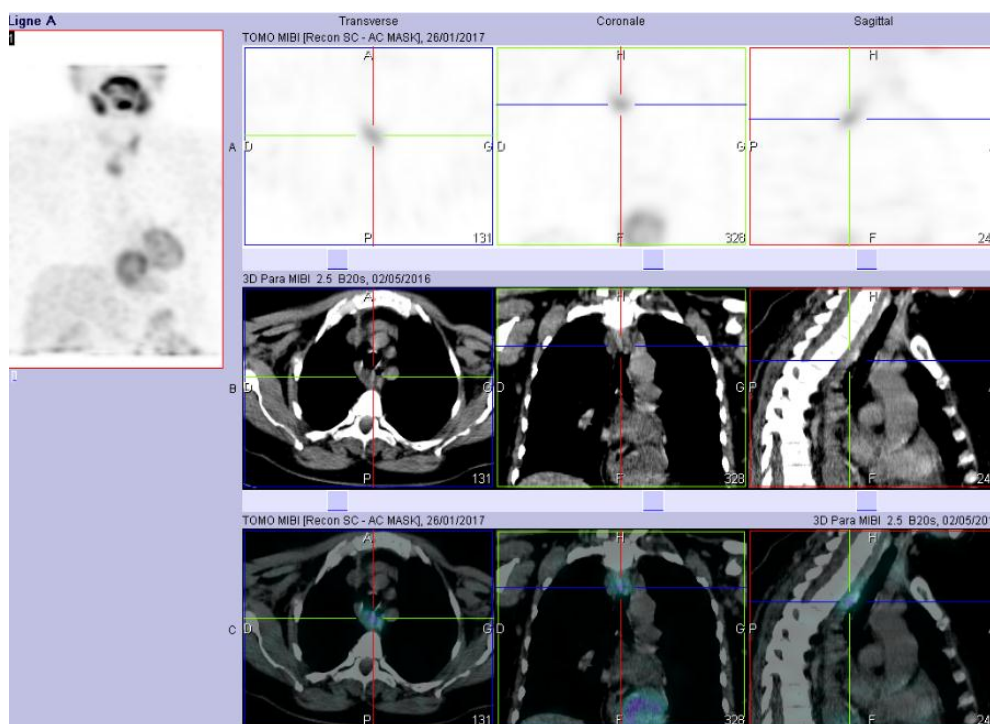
La TEMP TDM a permis de localiser ce foyer en prévertébral (à hauteur de T2) et en rétrotrachéal.
